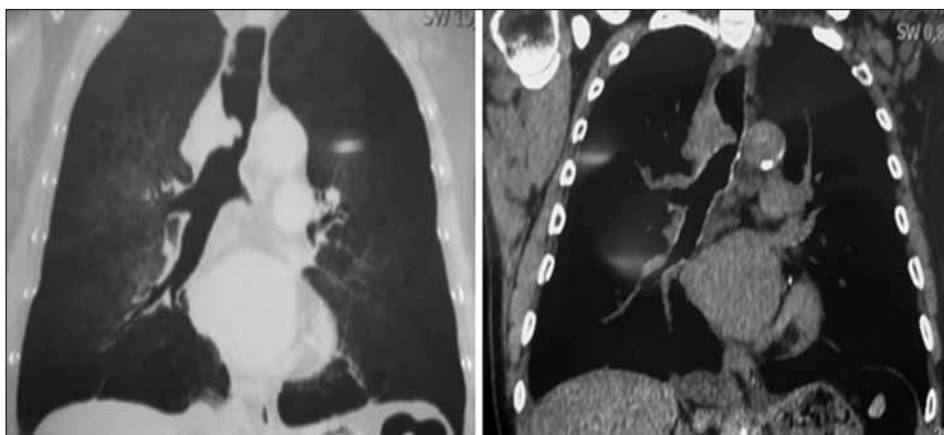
Imágenes obtenidas mediante TC multicorte de obstrucción traqueal por tumor.
